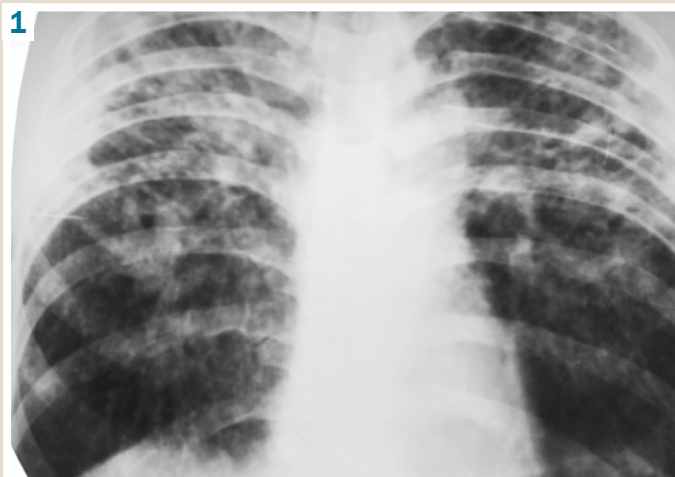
Plain chest radiograph on day 1 of hospital admission.
